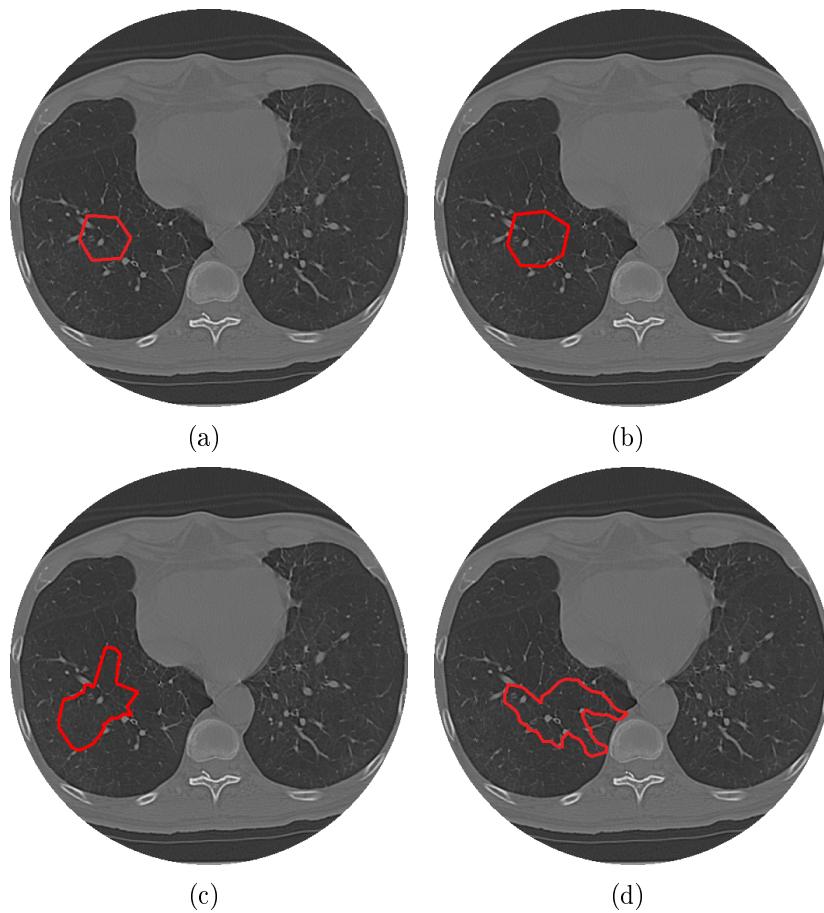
imagens de TC do pulmão com: a) e c) inicialização do método Balão e GVF, respectivamente, b) e d) resultado final para os respectivos métodos.
